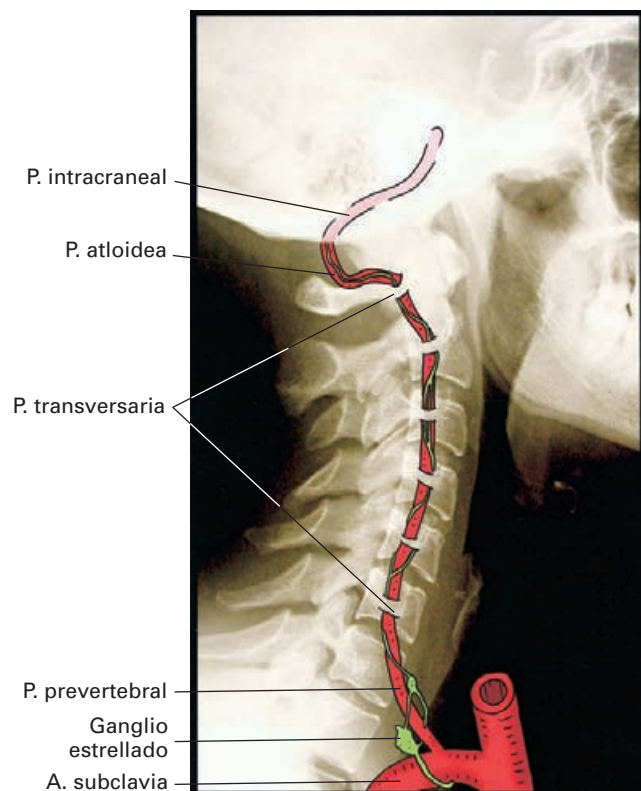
Representación esquemática del trayecto de la arteria vertebral sobre una radiografía lateral de columna cervical.
